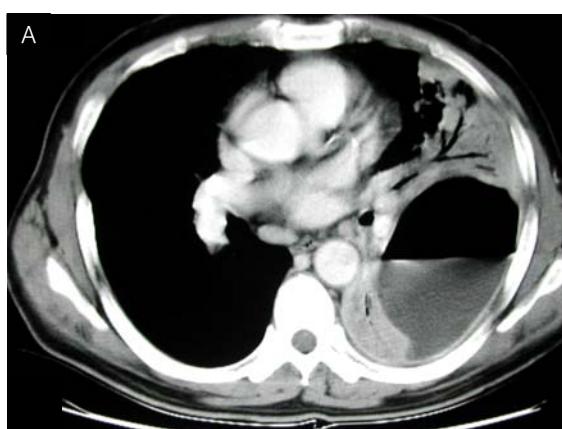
Enhanced chest CT obtained at the level of left atrial appendage (A) and lung base (B) demonstrates a large empyema cavity lying in the interlobar fissure, which is connected to smaller empyema sac. Pneumonic opacities are also noted around the cavity.
